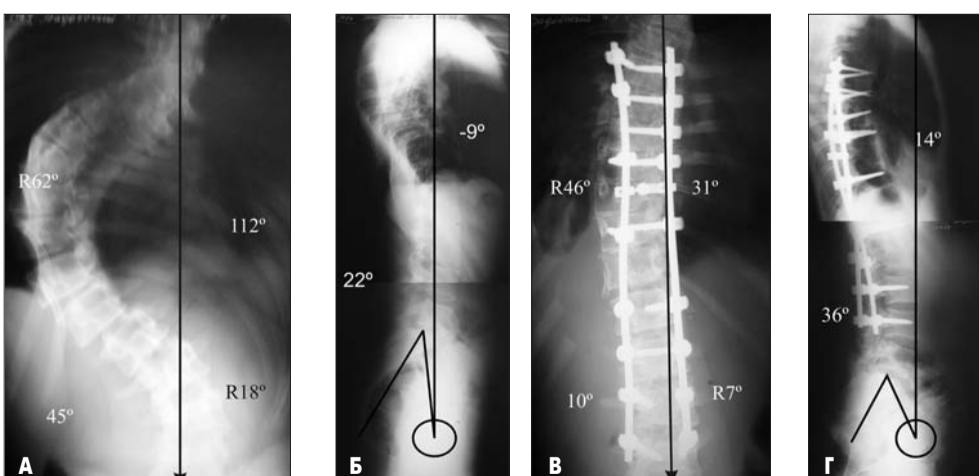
Рентгенограммы больного М., 16 лет, с правосторонним грудным идиопатическим сколиозом 4 степени
